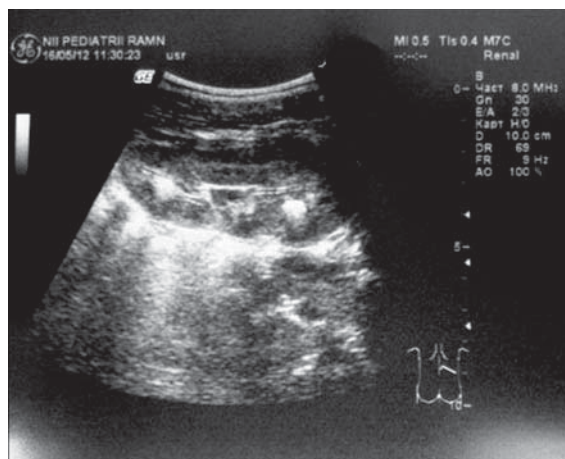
УЗИ — картина медуллярного нефрокальциноза
